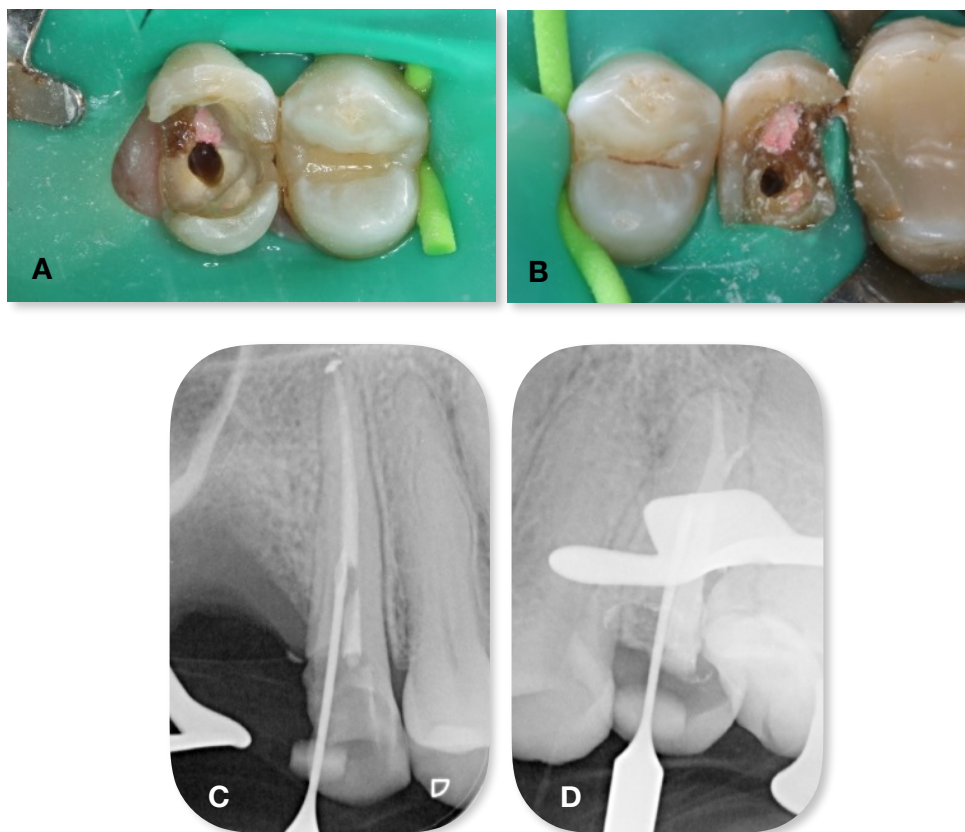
Fotografía intraoral (A,B) y radiografías periapicales de 1.5 y 2.5 (C,D)
